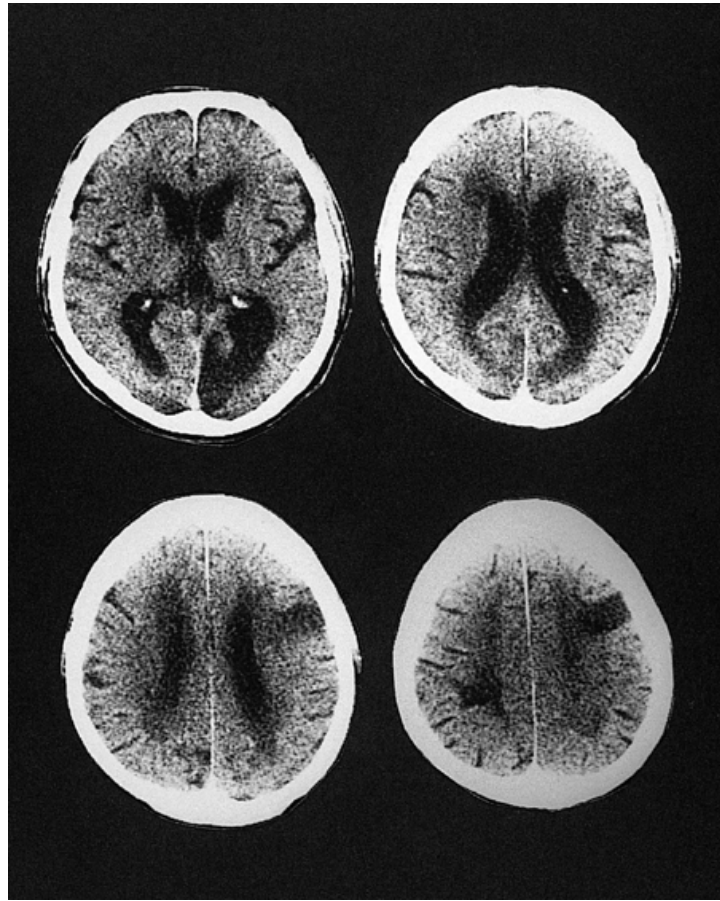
ブローカ失語患者の CT 画像。相馬, 田辺 (2003) より
